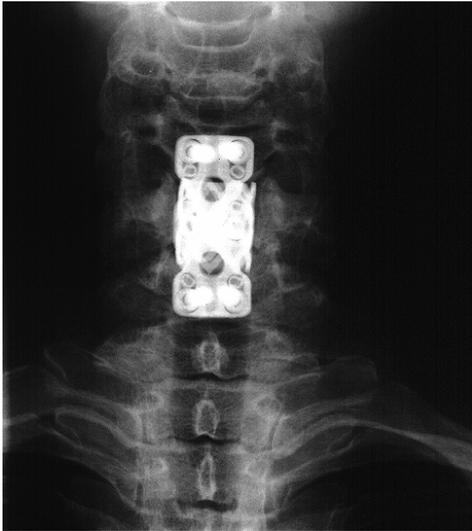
HWS-Röntgen, a.p., WK-Ersatz C5 mit Cage (mit Palacos gefüllt) und Plattenosteosynthese (ACPS) C4-6
